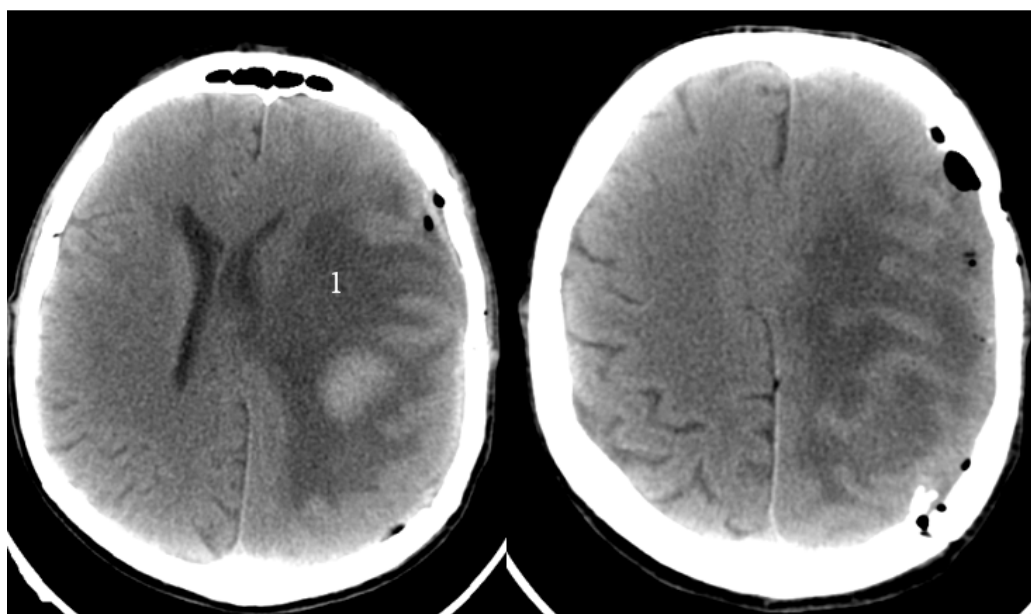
СКТ головного мозга на 18–е сутки после операции;
